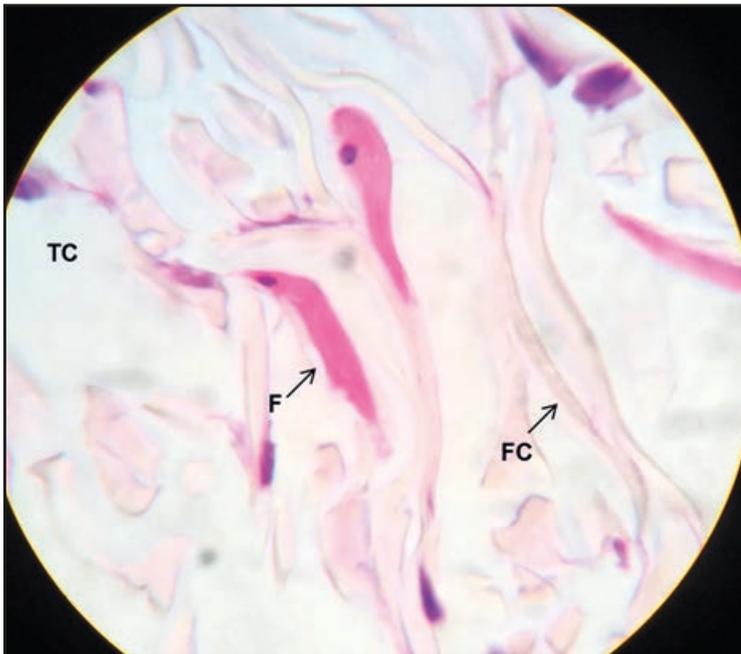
Tecido conjuntivo – pele fina. TC: tecido conjuntivo; F: fibrócitos; FC: fibras colágenas. Ampliação: 1.000x. (HE).
